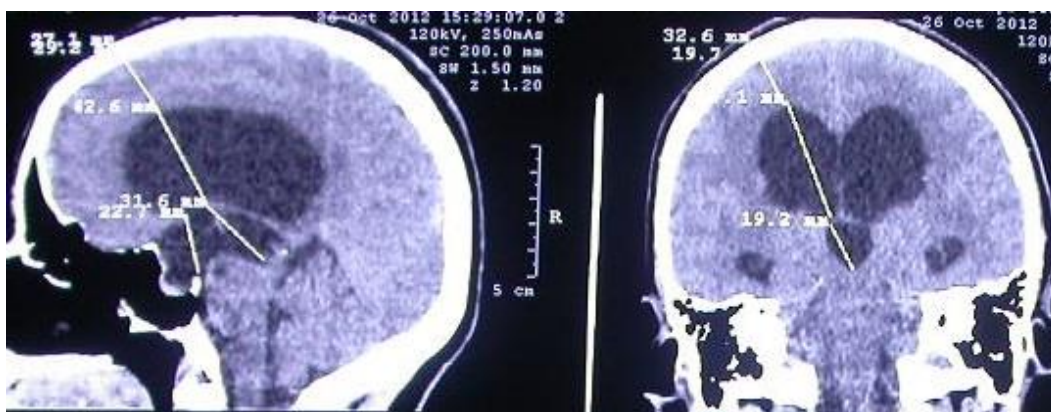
СКТ головного мозга больного О., 11 мес. , история болезни №839-08 Д-3: Окклюзионная тривентрикулярная гидроцефалия. Проведена морфометрия и разметка перед ЭТВС, ревизией водопровода мозга
